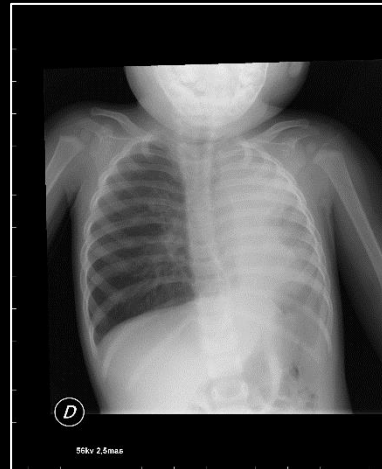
Radiographie pulmonaire réalisée après intensification de la ventilation non invasive (VNI) et séance de désencombrement bronchique par Cough-Assist®. On note la présence d'une atélectasie lobaire inférieure gauche, avec attraction du médiastin. Noter la distension gastrique, certainement en lien avec les hyper-insufflations et l'intensification de la VNI.
